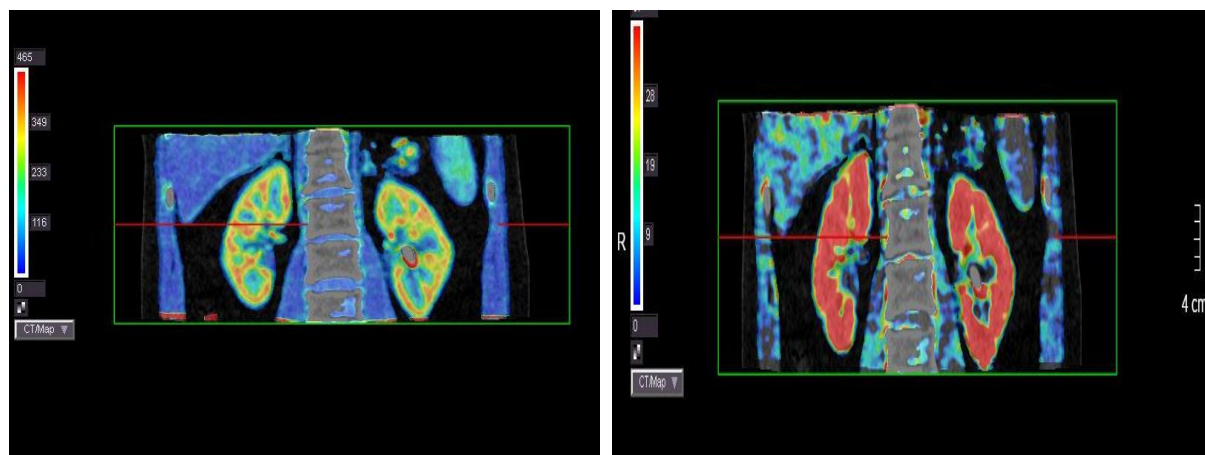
Пациент Ф., 44 г. МСКТ (А) и КТ-перфузия (Б-Г) почек с коралловидным камнем левой почки. А – при нативном КТ исследовании в корональной плоскости определяется крупный полный коралловидный конкремент левой почки. Б-Г – перфузионные карты почек. Определяется снижение АФ коркового и мозгового слоя левой почки. Показатели перфузии правой почки – без изменений
